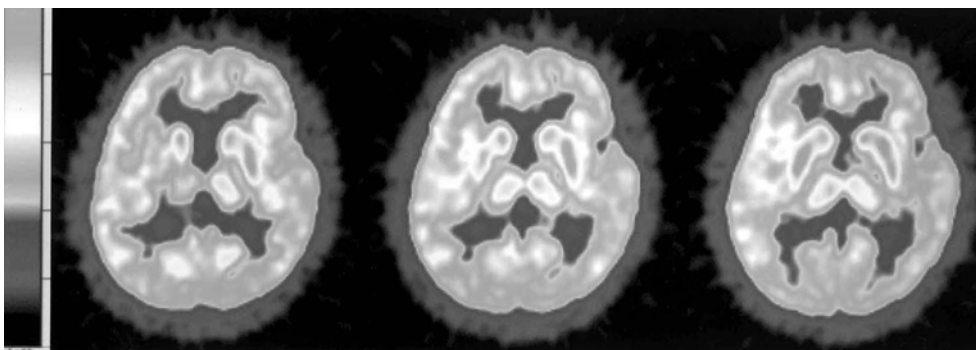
Brain 18FDG-PET, which was performed before treatment, shows a diffuse significant reduction in glucose metabolism in the cerebral cortex. Lesions are in the frontal, parietal and occipital lobe.
